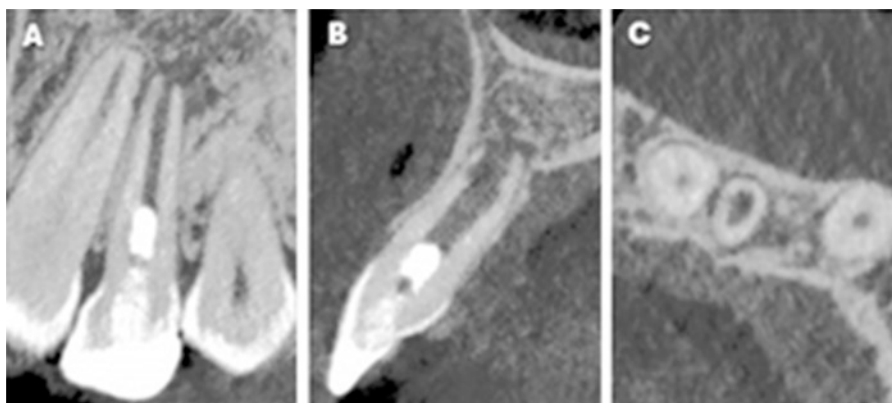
Control tomográfico (CBCT) a los 15 meses que evidencia la curación de la lesión osteolítica, aumento de la longitud radicular y disminución leve del calibre apical. (A) Corte coronal. (B) Corte sagital. (C) Corte axial.
